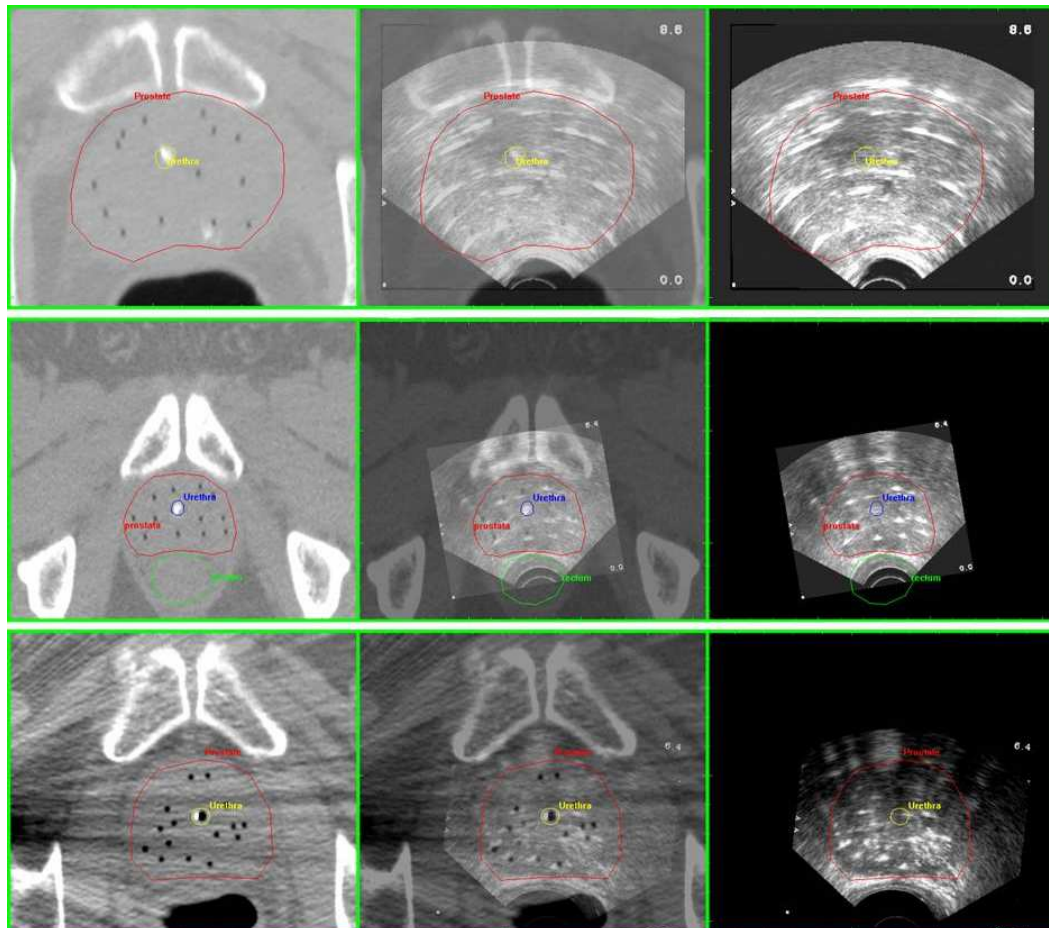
Registrierungsergebnisse drei verschiedener Patientendatensätze nach Implantation der Katheter (axiale Sicht). In allen drei Abbildungen ist auf der linken Seite die CT Aufnahme, auf der rechten Seite eine entsprechende Schicht des Ultraschall Bildes und in der Mitte eine Überlagerung der Aufnahmen dargestellt. Die schwarzen (CT) bzw. weissen (U/S) Punkte stellen die Katheter dar. *Oben:* Die Konturen der Prostata und der Urethra des Ultraschall Datensatzes sind eingezeichnet. *Mitte:* Die Konturen der Prostata, der Urethra und des Rektums unter Verwendung des CT Volumens sind eingezeichnet. *Unten:* Die Konturen der Prostata und der Urethra des CT Datensatzes sind eingezeichnet.
